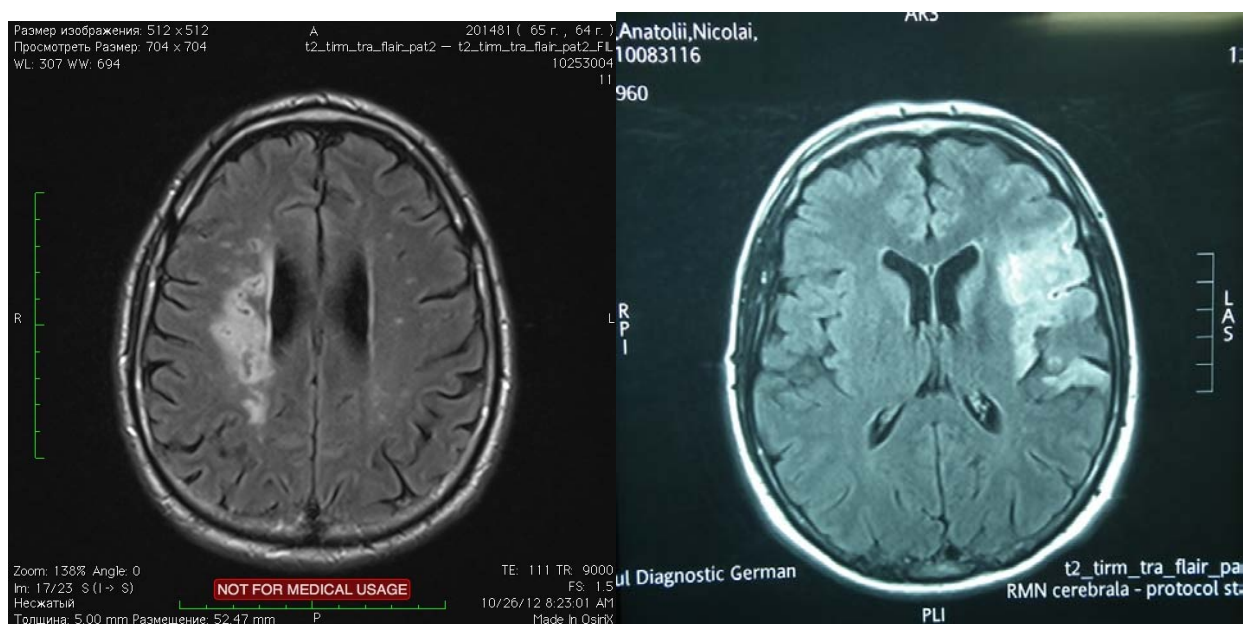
Imaginile RMN cerebrale cu focare de ischemie
